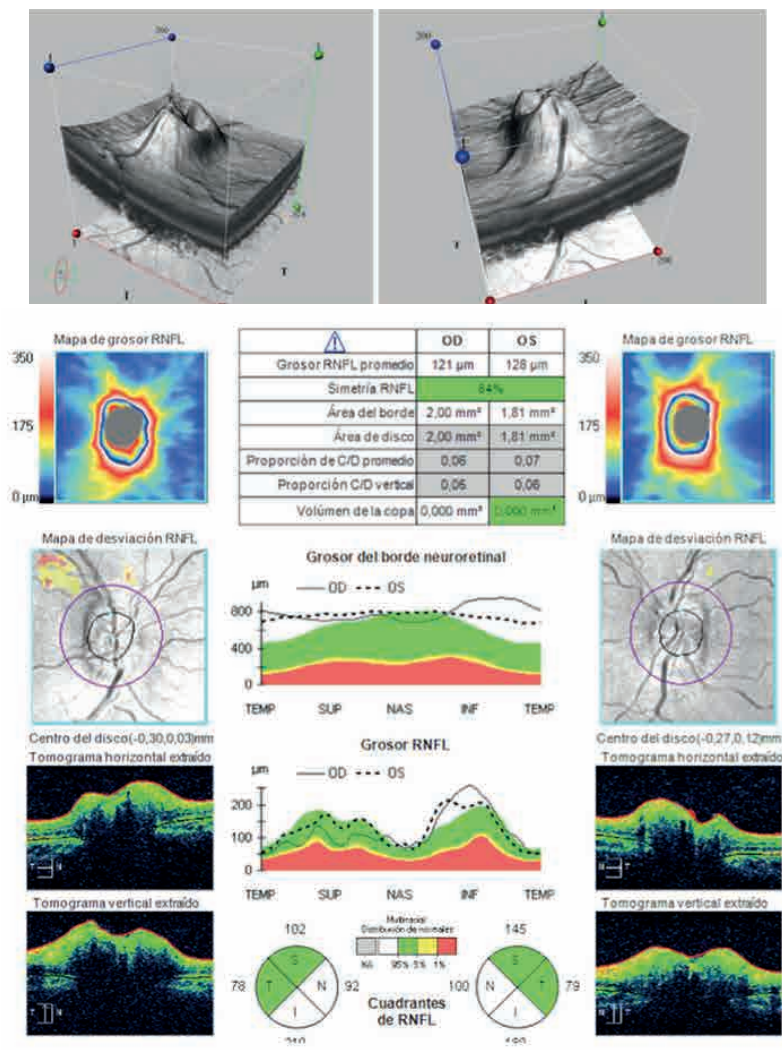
Papiledema con gran elevación de las papilas confirmada con OCT (tomografía de coherencia óptica).
